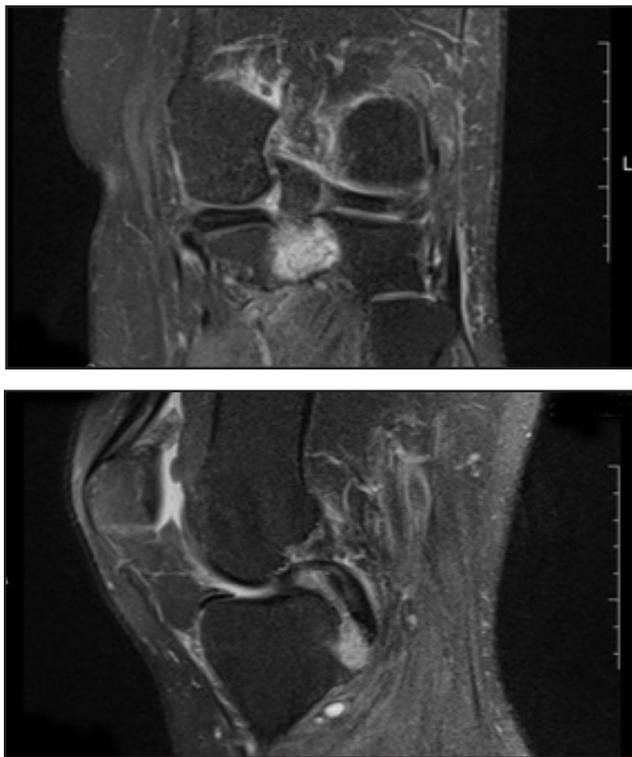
МРТ-сканы пациента с отрывным переломом места прикрепления ЗКС
